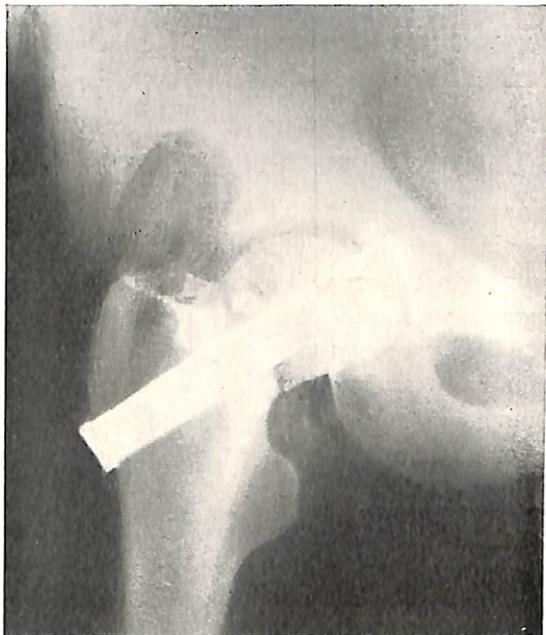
Гвоздь введен в тазовую кость (рентгенограмма).
